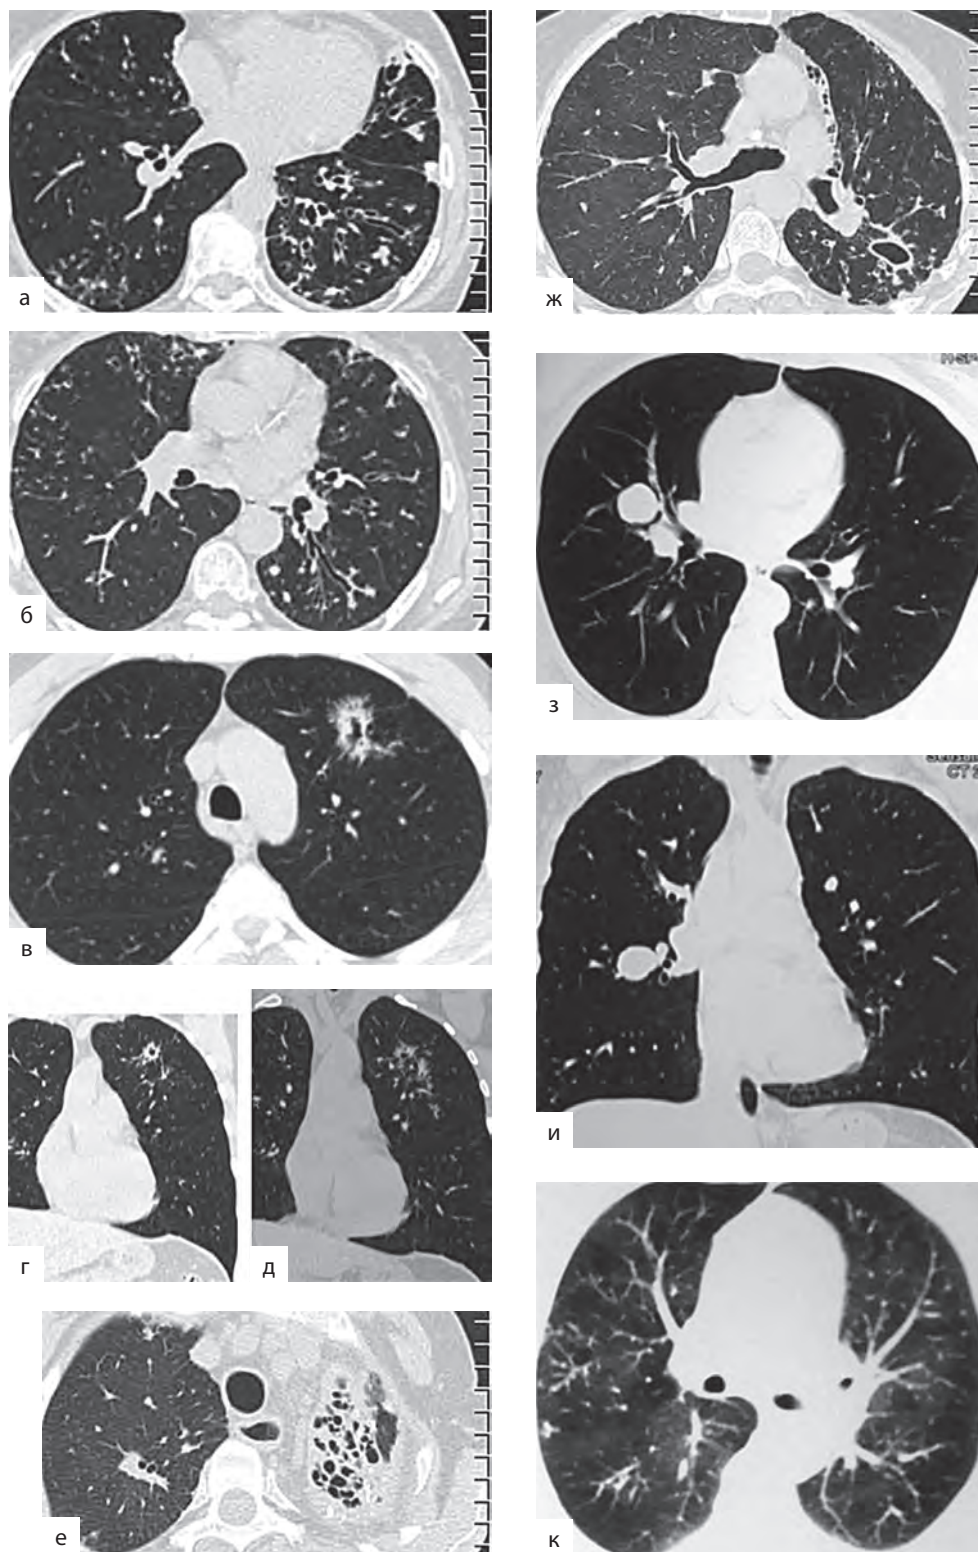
Рентгенологические проявления микобактериозов легких, вызванных *M. kansasii*: а — в верхних долях и  $C_6$  обоих легких на фоне уплотненного междолькового интерстиция определяются периваскулярные и центрилобулярные узелки, множественные бронхиолэкктазы; б, в — в  $C_6$  слева полость с горизонтальным уровнем жидкостного содержимого; справа в средней доле рассеянные мелкие центрилобулярные очаги; г — в  $C_2$  слева полость с утолщенными стенками и фиброзным тяжем к плевре, вокруг зона локального пневмофиброза; д, е — в  $C_2$  слева на фоне локального пневмофиброза система разнокалиберных полостей, прилежащая к утолщенной костальной и междолевой плевре; справа в  $C_2$  участок консолидации легочной ткани, единичные бронхоэктазы; ж — в  $C_{1-2}$  слева парамедиастинально и вплотную прилегающий к междолевой плевре участок цирроза с включениями кальция; в  $C_2$  правого легкого зона локального фиброза с мелкими плотными очагами; з — в  $C_{1-2}$  справа на фоне локального пневмофиброза полость с неравномерно утолщенными стенками и фиброзным тяжем к плевре; и — в  $C_2$  субплеврально округлый участок консолидации легочной ткани
